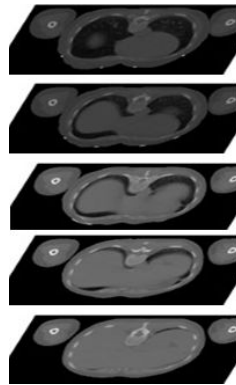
Verdeutlichung der CT-Datenstruktur. Dargestellt sind Querschnitte durch den Thorax.
